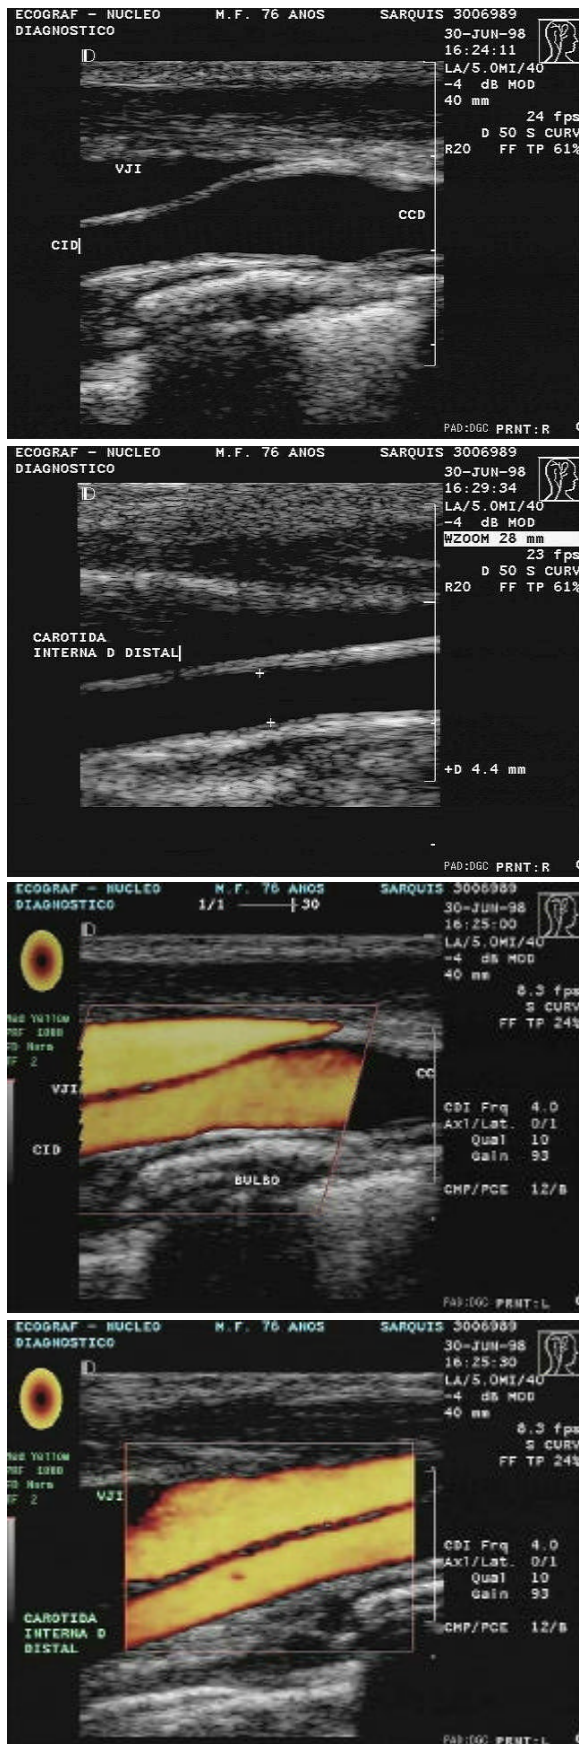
Mapeamento a cores do fluxo e mapeamento angiográfico mostrando paredes normais e regulares da carótida interna direita em paciente de 76 anos. Notar longo segmento distal visibilizado da CID. O Doppler pulsado mostrando análise espectral com fluxo característico da Carótida Interna e velocidades normais.
